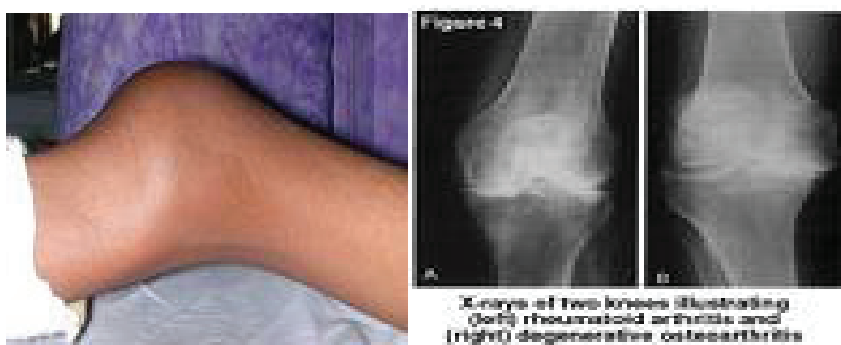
Demtimim i gjurit ne AR. Pamje radiografise se gjurit ne AR.
